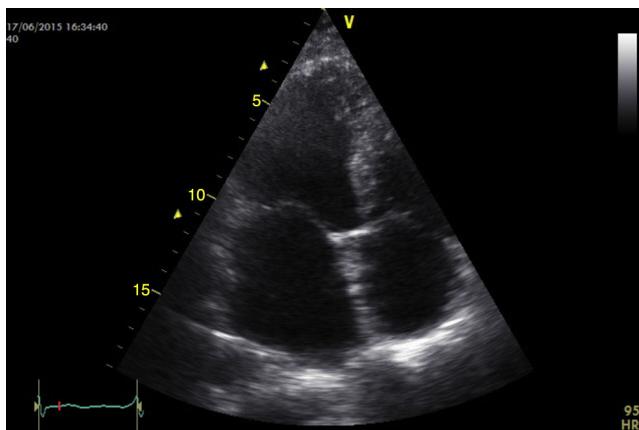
Ecocardiograma control (9 meses después), en 4 cámaras apical se aprecia la zona de extirpación del mixoma en el septum interauricular.
